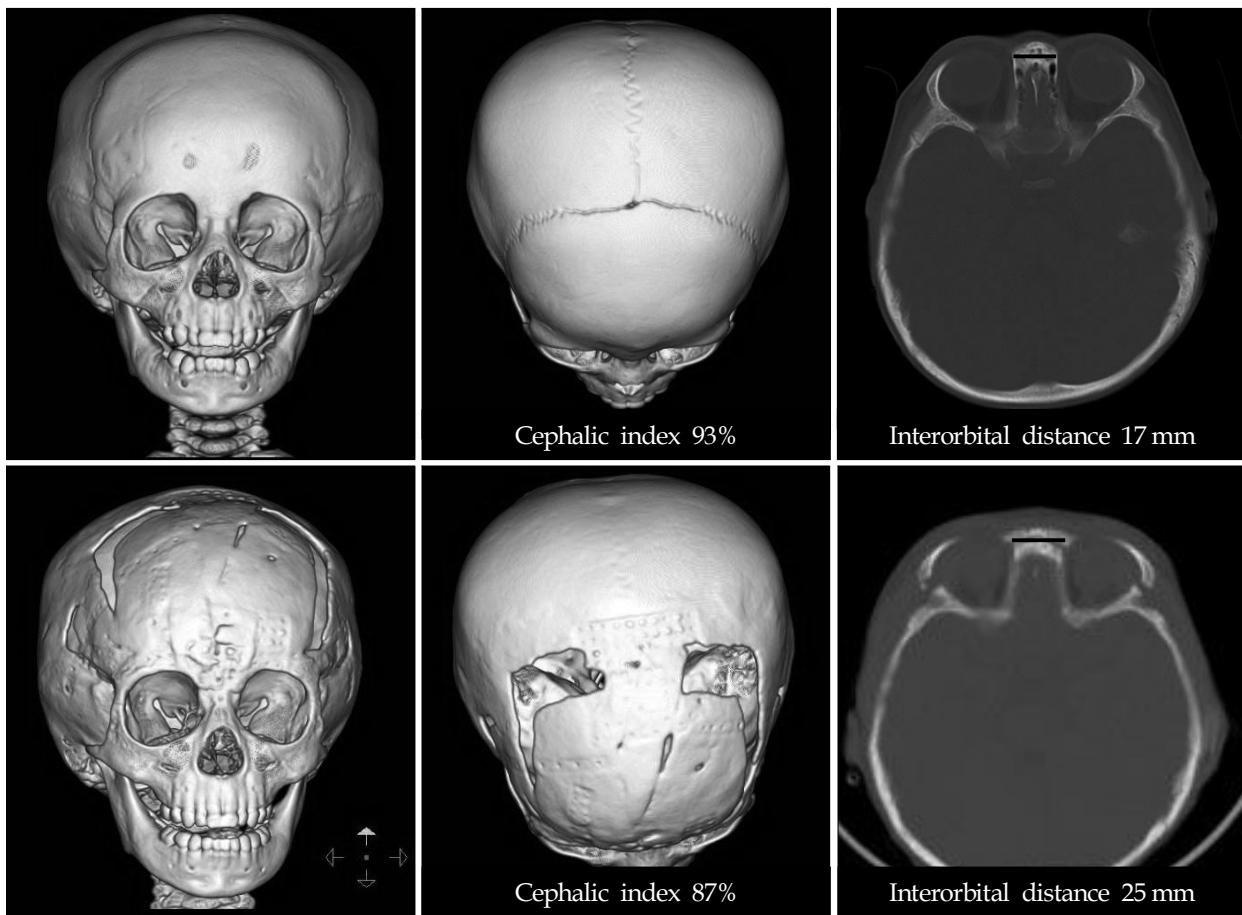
Preoperative and postoperative facial bone CT. The facial bone CT showed premature closure of metopic suture, orbital harlequin sign, decreased anterior 2/3 cranial volume, decreased interorbital distance (17 mm) and the cephalic index was 93%. After the correction of metopic synostosis by anterior 2/3 calvarial remodeling, the interorbital distance was increased from 17 mm to 25 mm, the cephalic index was decreased from 93% to 87% and the anterior cranial volume was expanded.
